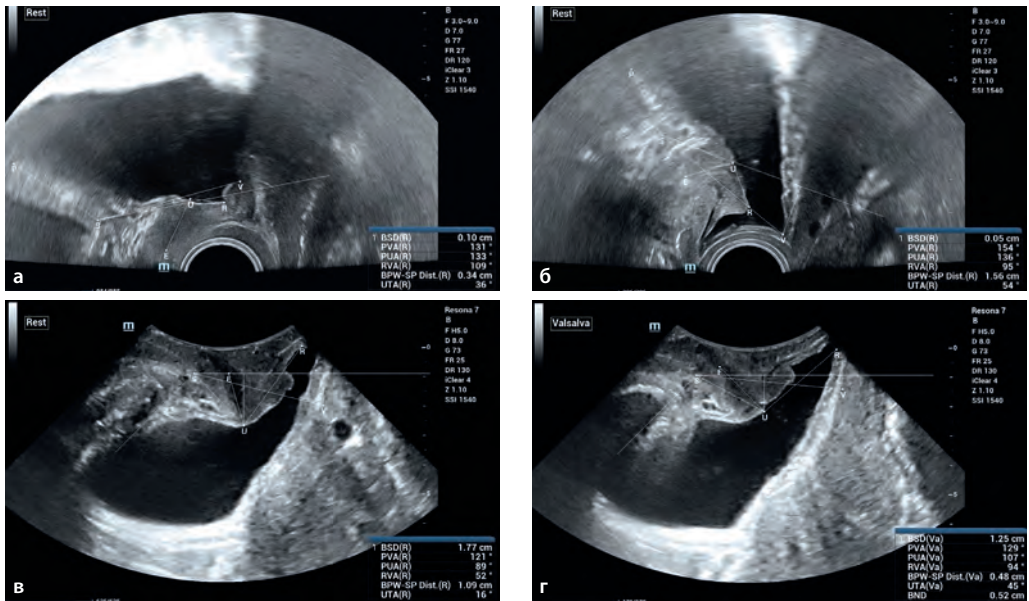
Цистоцеле III степени в сочетании со стрессовым недержанием мочи. Эхограммы. ТВУЗИ. Режим СШ. В покое (а) и при проведении пробы Вальсальвы (б). ТПУЗИ. В покое (в) и при проведении пробы Вальсальвы (г).
